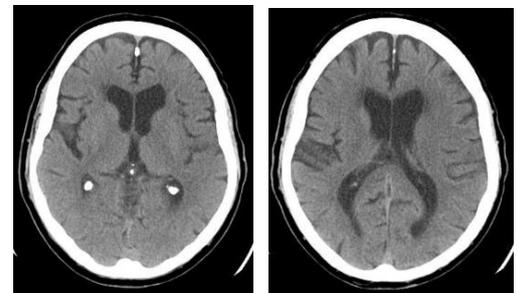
Cortes ganglionar y supraganglionar respectivamente de un TAC cerebral de uno de los pacientes de nuestro registro con una diferencia de ASPECTS de 4 puntos.
